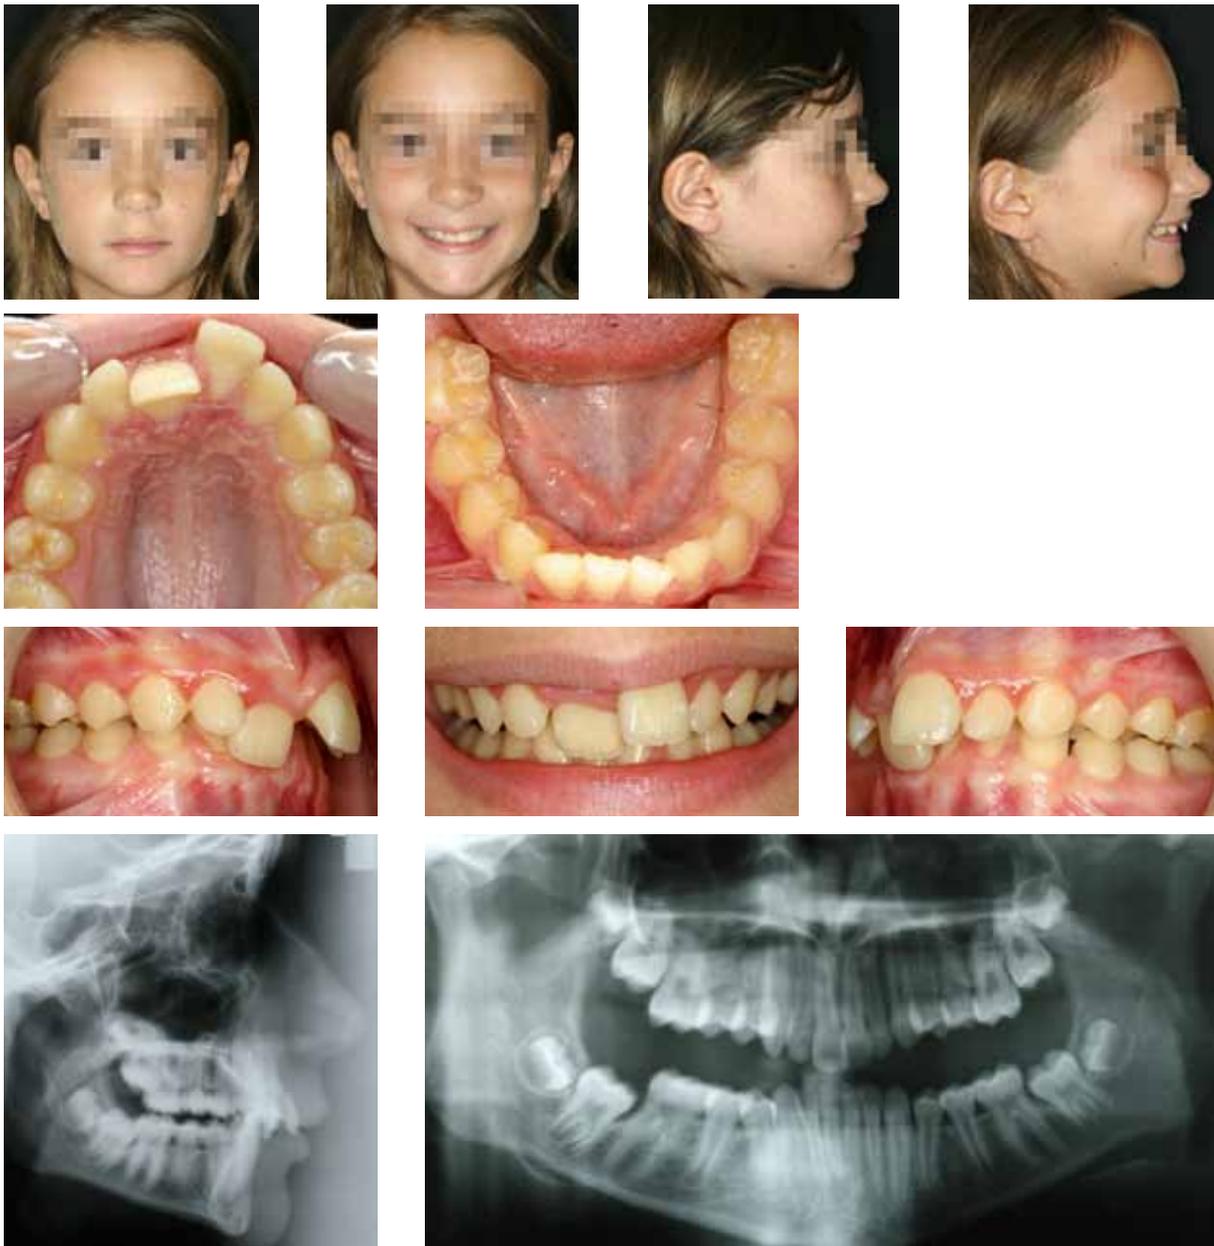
Fotografías faciales e intraorales, radiografías pre-tratamiento.
